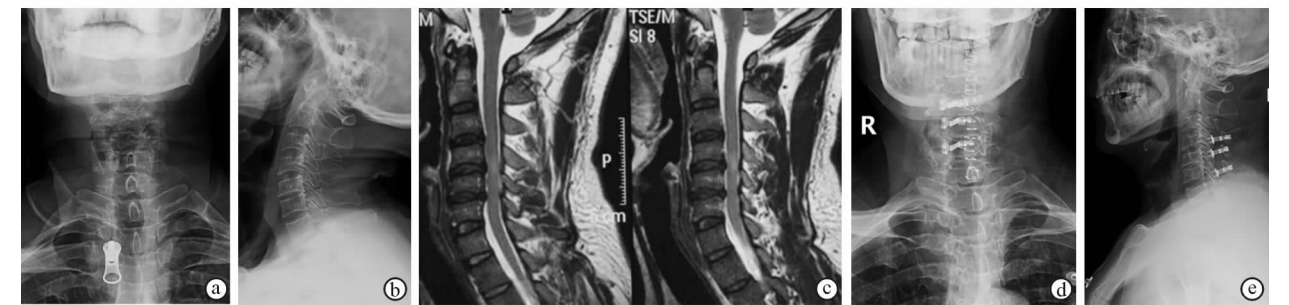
患者男,62 岁,双上肢麻木无力 5 年,加重 6 月。术前 X 线正位片(a)、侧位片(b)、MRI 图像(c),提示 C₃~C₆ 椎管狭窄,脊髓变性,行颈后路椎板扩大成形术。d、e 为术后 X 线正位和侧位片
